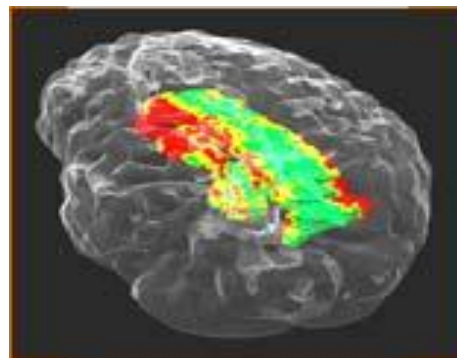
Hình ảnh MRI sọ não bình thường [20]
